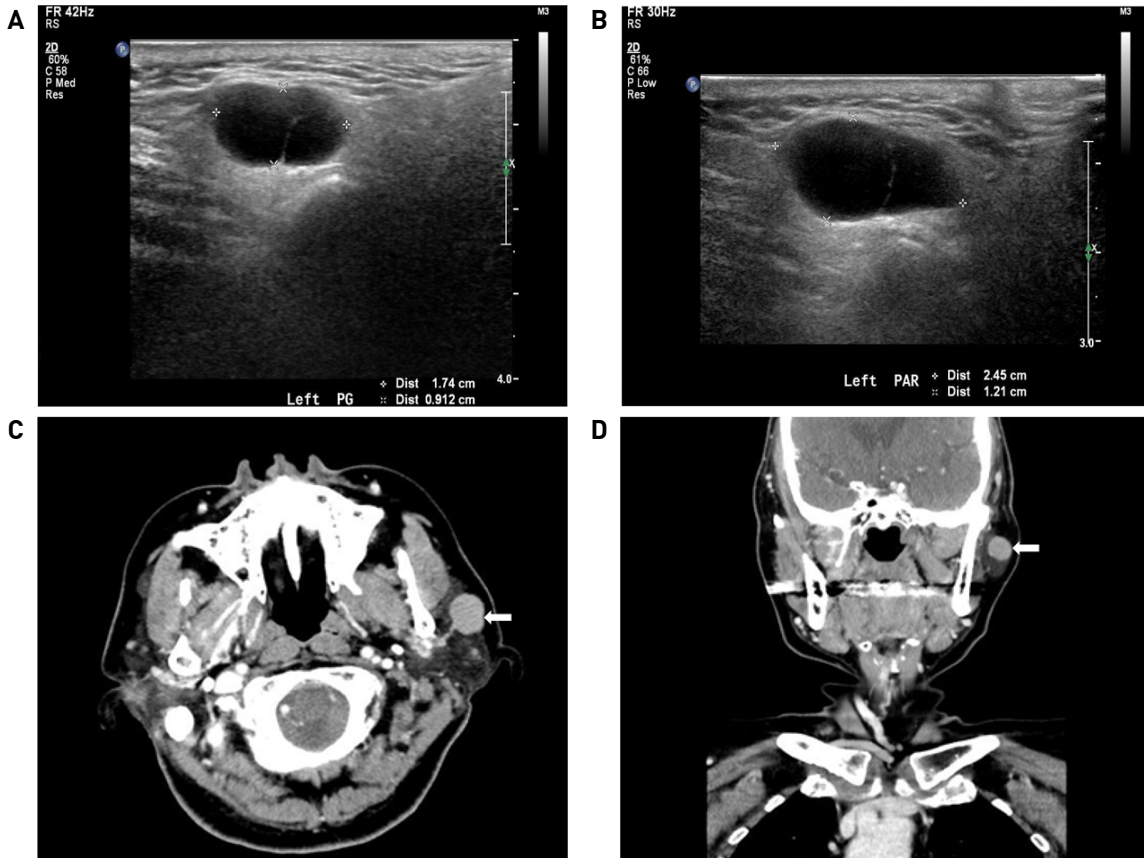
Imaging studies. (A) The initial transverse scan of ultrasonography shows 1.7×0.9cm sized well-margined ovoid hypoechoic mass (asterisks). (B) The ultrasonography just before surgery reveals further growing mass, measuring at 2.4×1.2 cm (asterisks). (C, D) The enhanced neck CT scans show 2.2×1.4cm homogenous enhanced well-margined round mass on mid-portion of left parotid gland (arrows).
